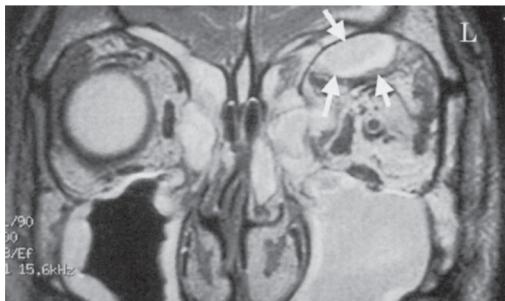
Preoperative MRI revealed the subperiosteal orbital abscess.
